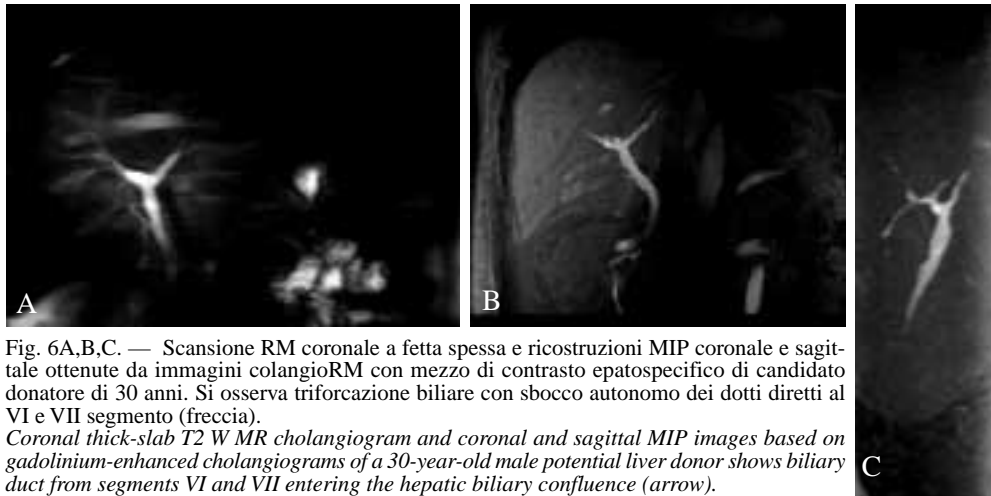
Scansione RM coronale a fetta spessa e ricostruzioni MIP coronale e sagittale ottenute da immagini colangiogrammi RM con mezzo di contrasto epatospecifico di candidato donatore di 30 anni. Si osserva triforcazione biliare con sbocco autonomo dei dotti diretti al VI e VII segmento (freccia).
